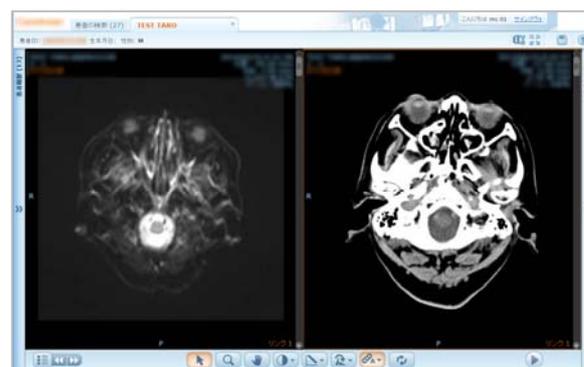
マルチレイアウト(MR/CT 同期表示)
